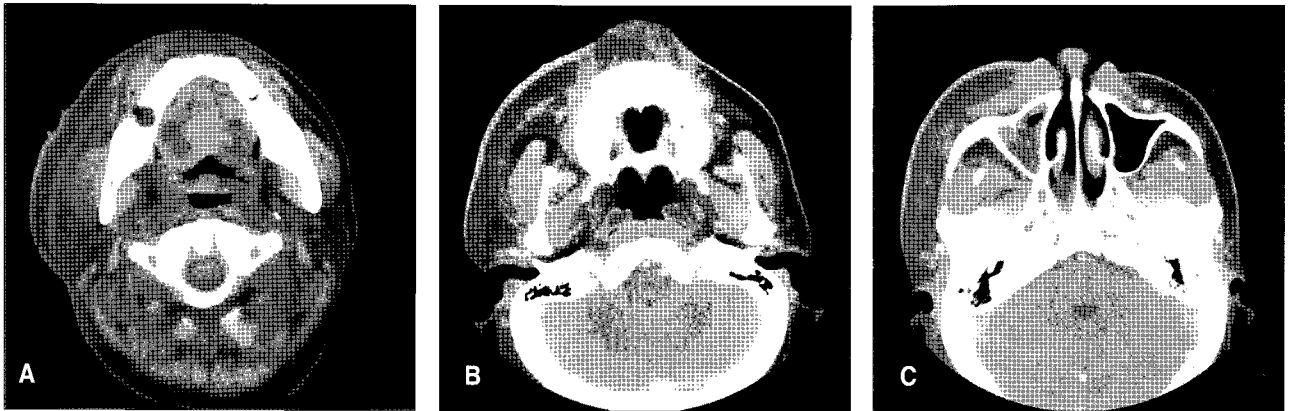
CT scans show bony defect in right mandible and skin thickening with soft tissue infiltration in right face. There is no fluid collection or abscess cavity in soft tissue.
